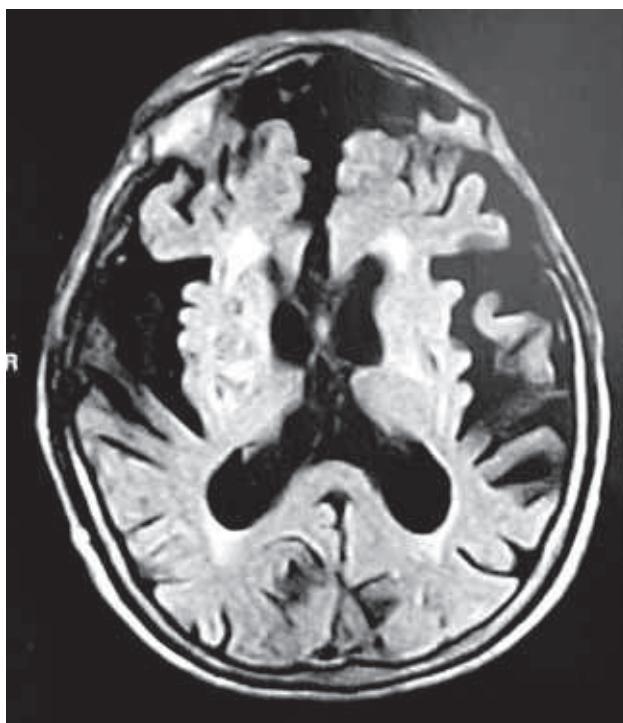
Imagem axial, pesada em FLAIR, demonstrando atrofia cortical difusa, mas predominando sobre os lobos frontal e temporal, com evidenciação das fissuras silvianas, dilatação ventricular compensatória (cornos frontais e occipitais dos ventrículos laterais e terceiro ventrículo), sinais de microngiopatia degenerativa periventricular e subcortical.
